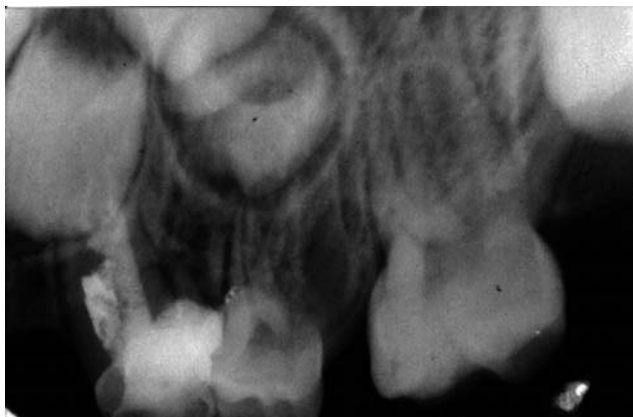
Radiografia final do tratamento endodôntico do canino
